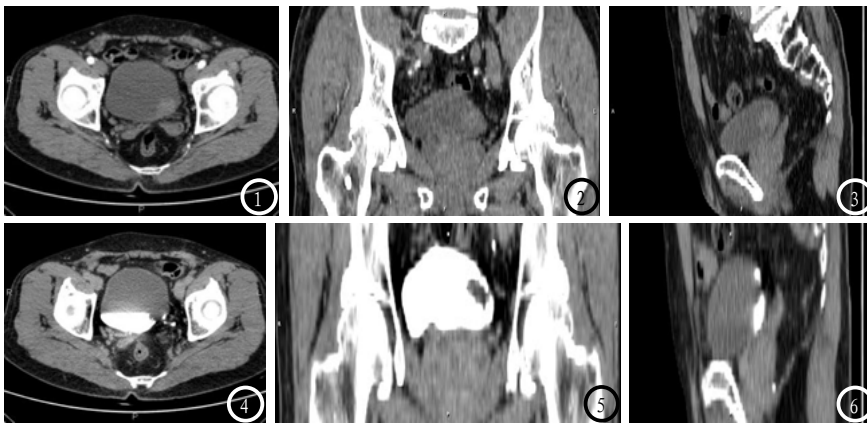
CT增强动脉期左(轴位)中(矢状位)右(冠状位)可见膀胱左侧壁有轻度强化。
